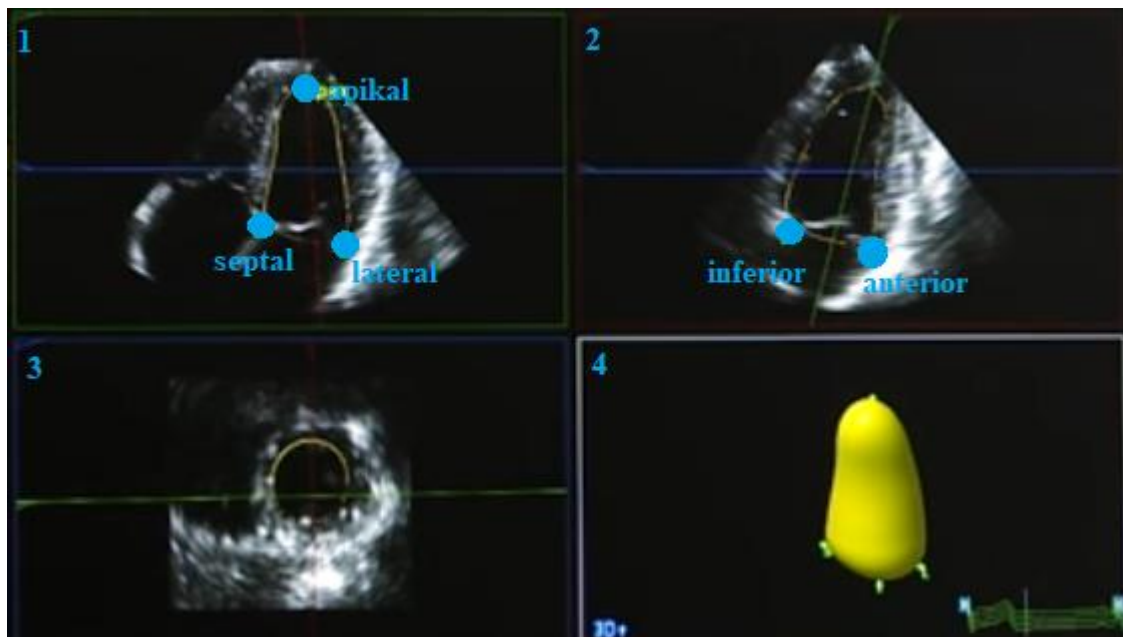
Quantifizierung des linksventrikulären Volumens mittels 3D-Quantifizierungsmodul Qlab 10, basierend auf Screenshot aus (Philips Healthcare, 2016, Min. 4:15). 1. Vierkammerblick mit Festlegung von drei Referenzpunkten; 2. Zweikammerblick mit Festlegung von zwei Referenzpunkten; 3. Parasternal kurze Achse; 4. 3D-Modell des linken Ventrikels endsystolisch
